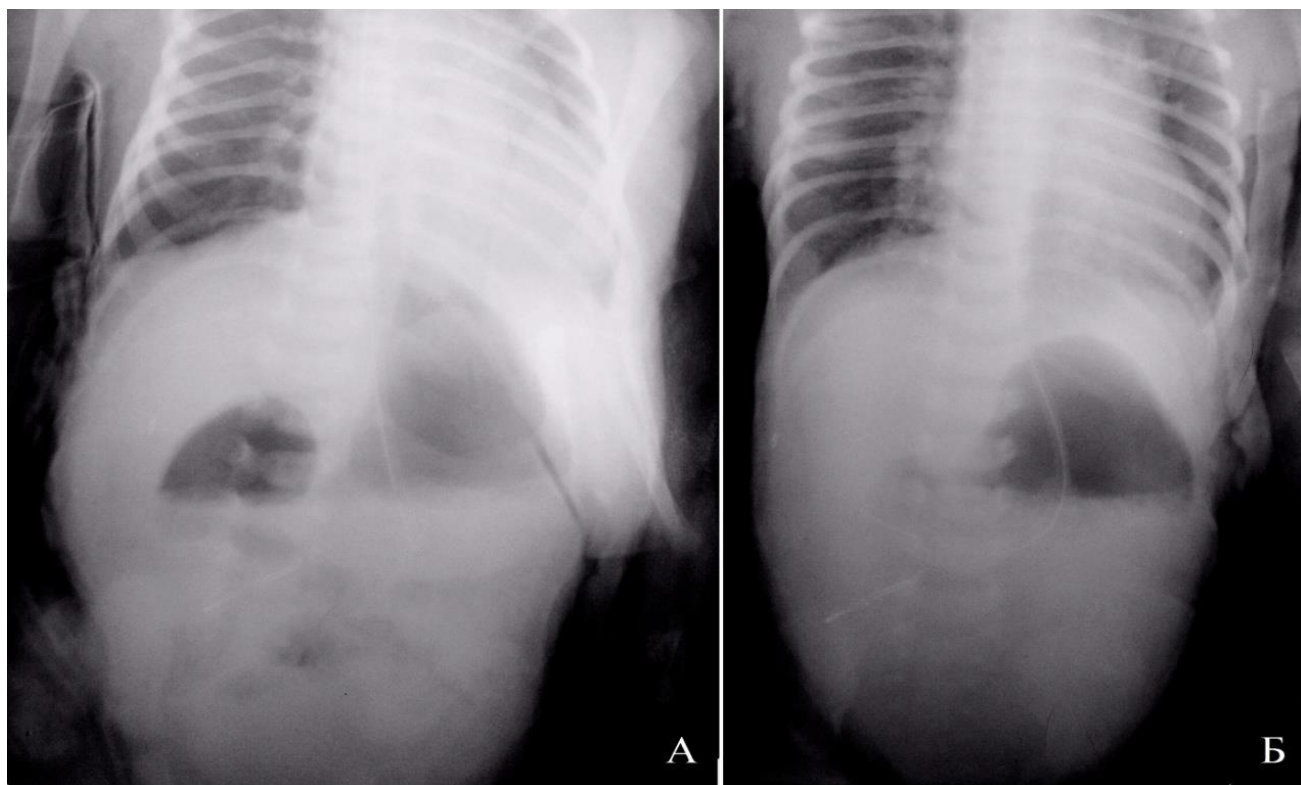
Оглядова рентгенограма при атрезії дванадцятипалої кишки: симптом "double bubble" із зниженням пневматизації дистальних відділів тонкої кишки (А), симптом "single bubble" з відсутньою пневматизацією дистальних відділів тонкої кишки (Б).
